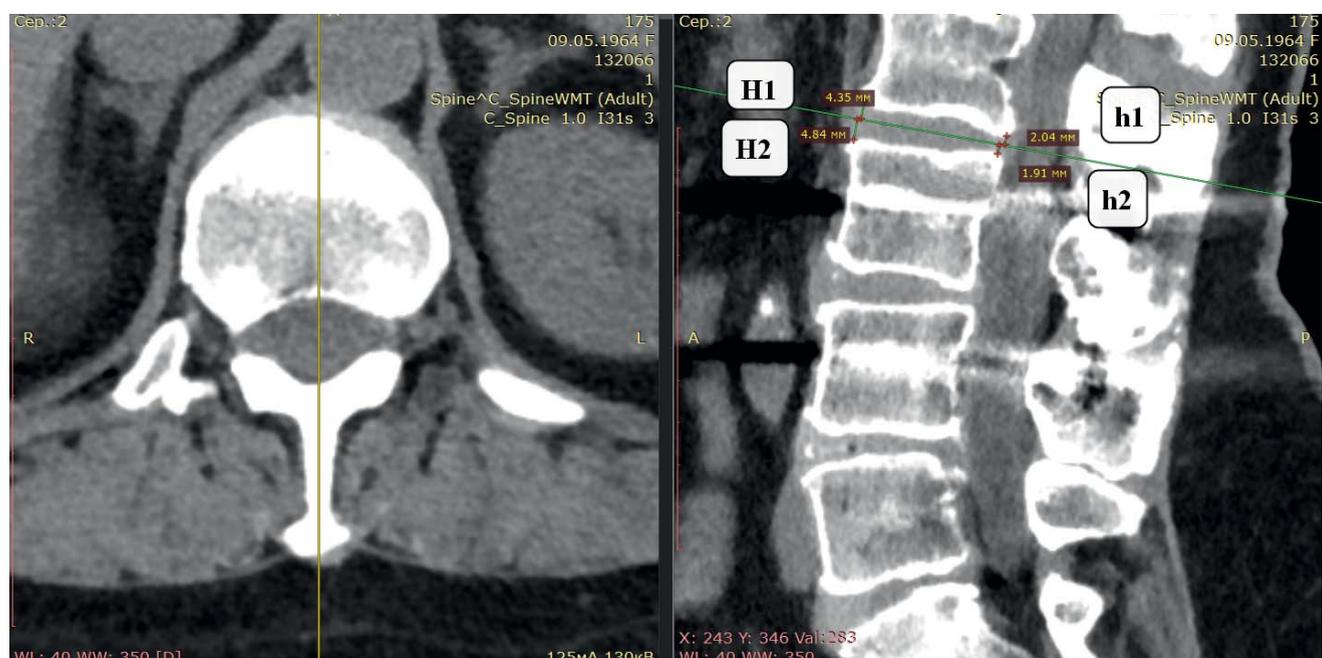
МСКТ аксиальной проекции. МСКТ сагиттальная и 3D-реконструкция с измерением высоты диска [13]
